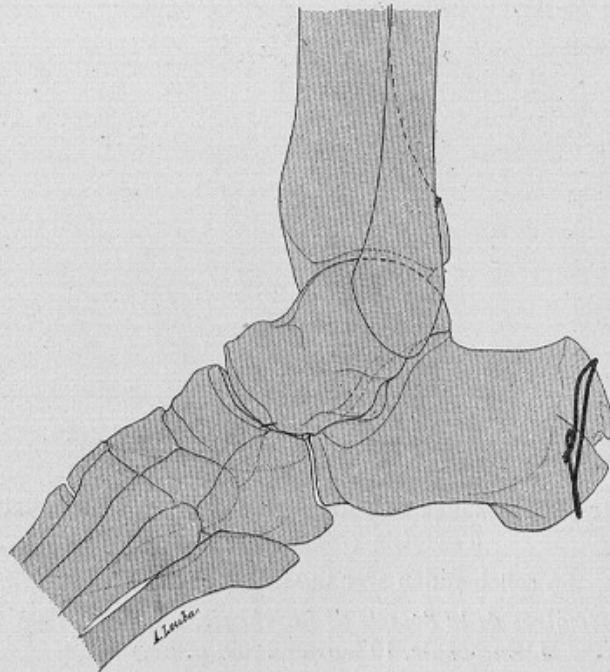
La même après cerclage (toujours d'après la radiographie).*
